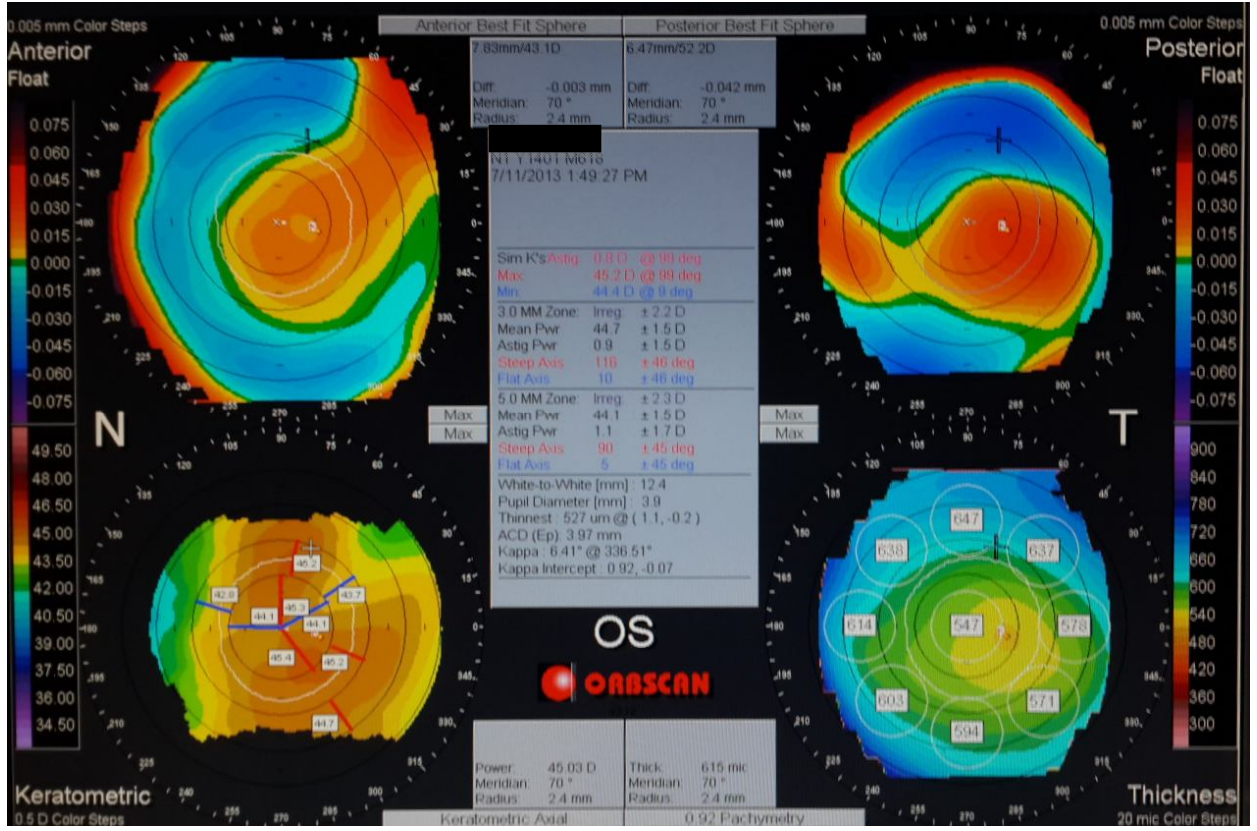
Grup 1'den bir hastanın ameliyat öncesi korneal topografisi
